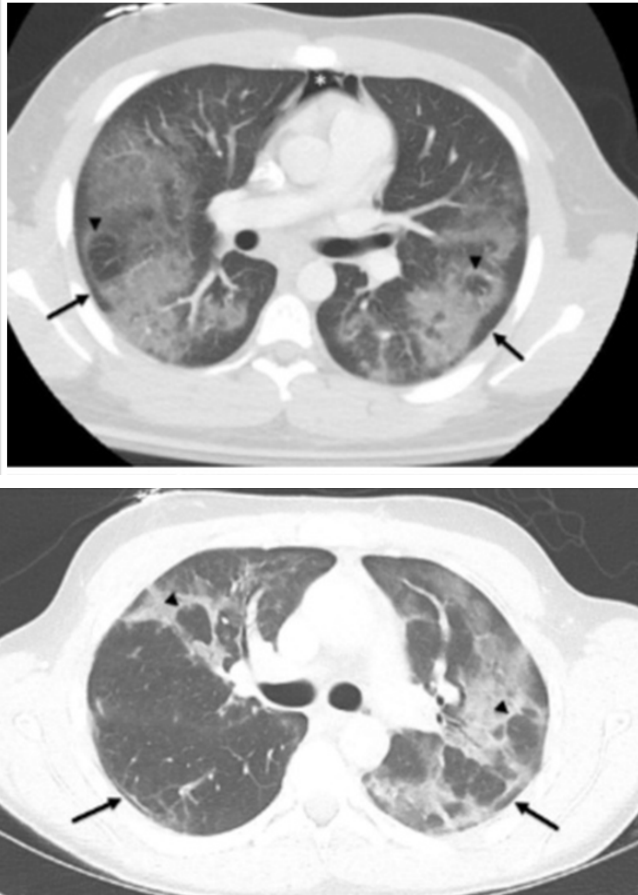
Chest CT of patients with EVALI. In both, symmetrical and bilateral ground-glass opacities with subpleural sparing (arrows) and reverse halo signs are observed bilaterally (arrowheads). In the image on the left, an additional pneumomediastinum (asterisk) is observed^[27].
